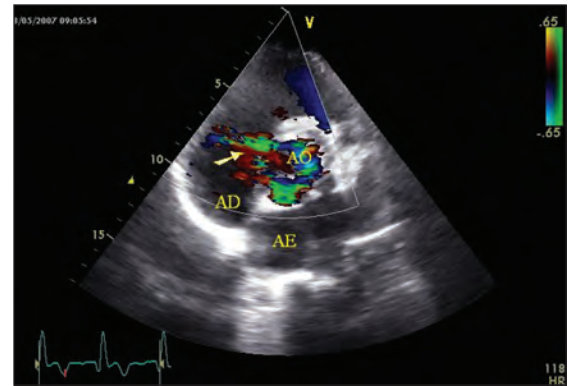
Ecocardiografia transtorácica. Incidência para-esternal esquerda, eixo curto. Imagem de pseudo-cavidade localizada às 7h em eixo curto com fistulização (Seta) para as cavidades direitas
